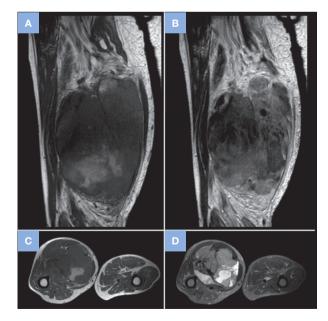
A. ERM de muslo, secuencia T1-coronal. B. RM de muslo, secuencia T1 con contraste-coronal. C. RM de muslo, secuencia T1-axial. D. RM de muslo, secuencia STIR-axial.
